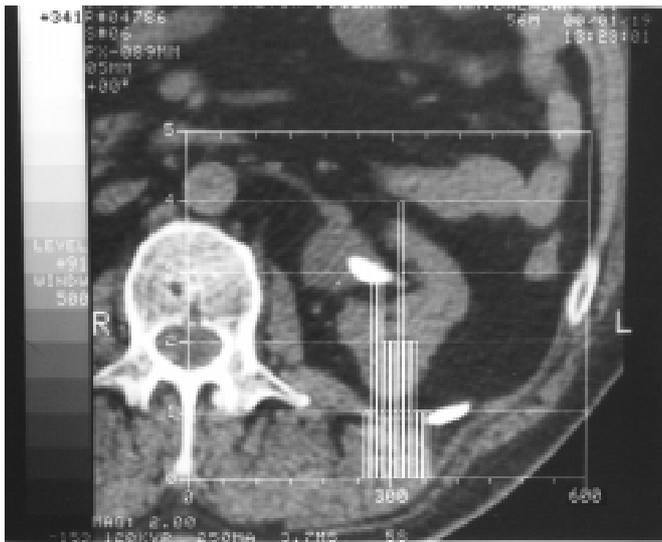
КТ-гістотомограма каменя лівої нирки. Середні показники щільності 310 од. Н, її розкид 50 од. Н, інтервал — 260–360 од.Н
